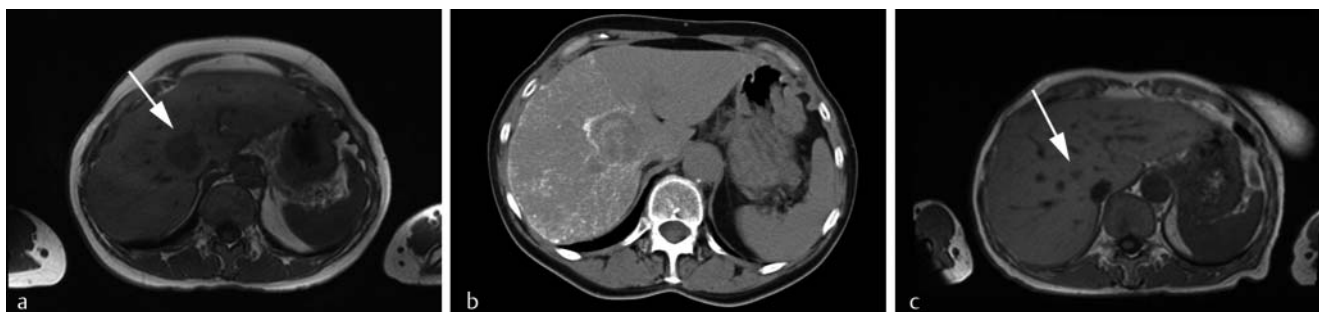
Eine 56-jährige Patientin mit einer zentral im Lebersegment 8 lokalisierten Metastase eines CRC (T3N0M1). Bei allgemeinen Kontraindikationen für eine Leberresektion (erweiterte Hemihepatektomie rechts nach Pfortaderembolisation) wurde eine ablative Therapie als problematisch aufgrund der zentralen Lage der Leberläsion bewertet. Anschließend wurde eine Indikation zur neoadjuvanten TACE gestellt. a Die T1-gewichtete GRE-Sequenz (TR/TE = 500/17) zeigt eine hypointense Läsion im Segment 8 mit zentralem, zu den Lebervenen nahem Sitz (Pfeil). b CT-Untersuchung ca. 6 h
